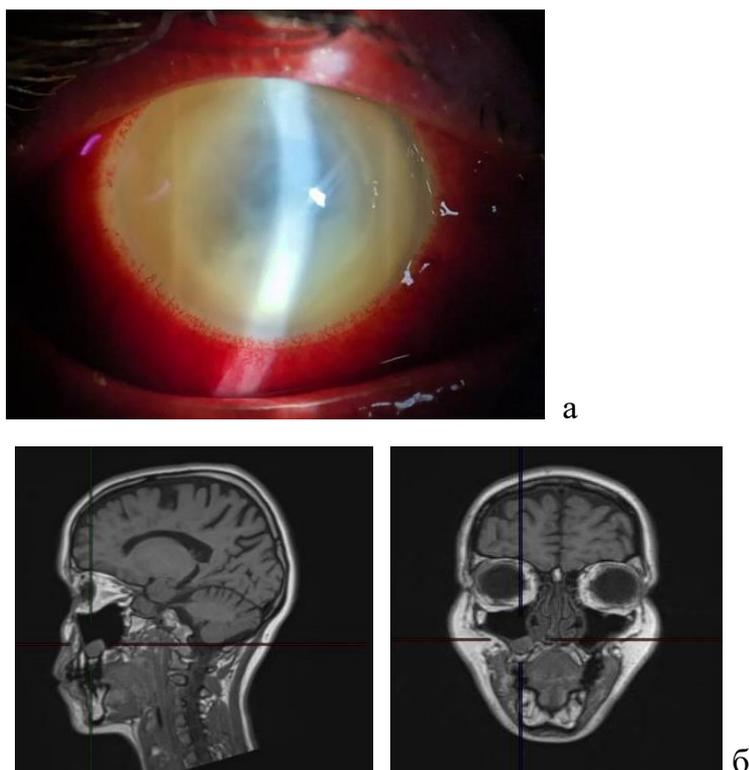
а – округлый очаг стромального кератита в параоптической зоне правого глаза; б – компьютерная томография (фронтальная плоскость) околоносовых пазух, в правой ВЧП – утолщение слизистой оболочки нижней стенки.
